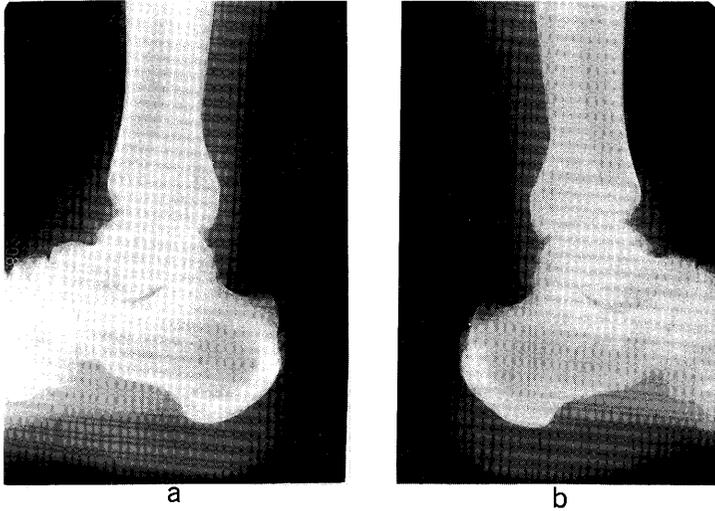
(a, b) Right and left radiographs reveal spurs at the sites of attachment of Achilles' tendon and plantar aponeurosis (a. right side, b. left side).
